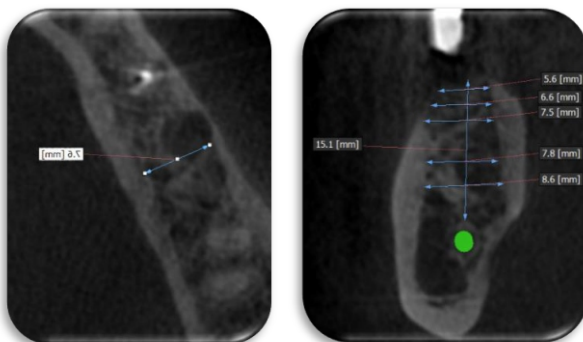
Tomografía Conebeam corte axial y coronal, respectivamente
